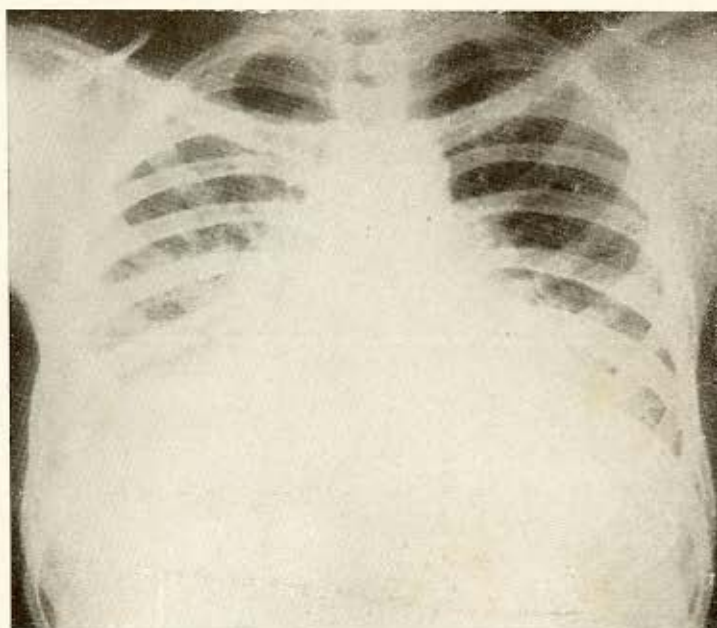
(caso nº 3) — Telerradiografia de 21-8-58 — Imagens nodulares esparsas e confluentes sem contornos definidos em ambos os campos pulmonares, particularmente à direita.
